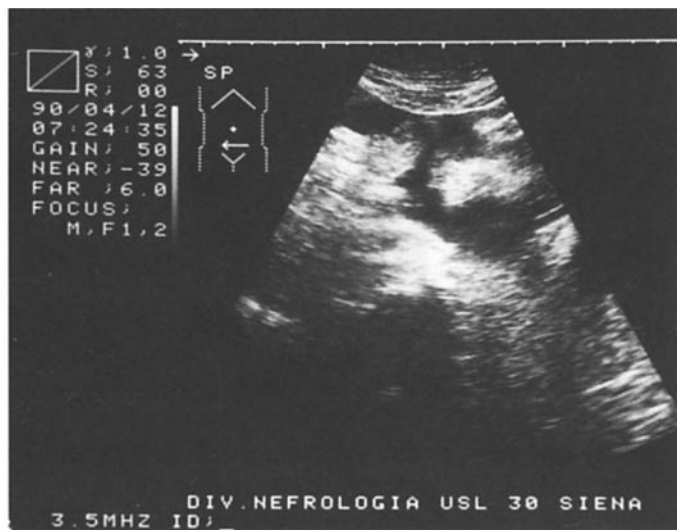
Ecotomografia regionale ipogastrica. Scansione trasversale: iniziale riempimento del cavo di Douglas con parziale galleggiamento di anse intestinali dopo l'introduzione di 500 cc. di soluzione dialitica.
